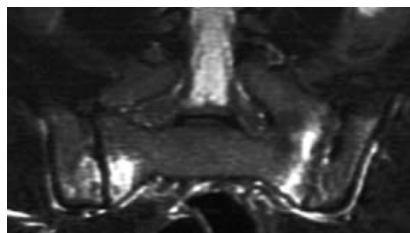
МР-томограмма КРС в полукоорональной проекции (режим STIR-T2). Двусторонний активный сакроилиит. ОКМ в виде участков высокоинтенсивного МР-сигнала в субхондральных отделах крестца с двух сторон и в правой подвздошной кости
